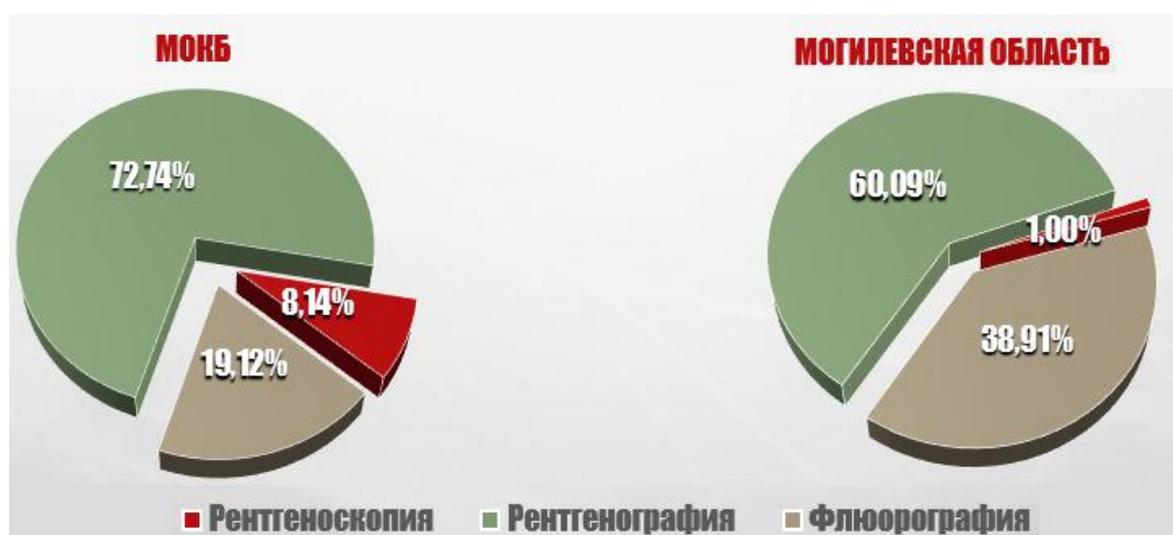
Вклад рентгенодиагностических исследований в коллективную дозу облучения пациентов МОКБ и населения Могилевской области в среднем за 2019–2021 гг.
